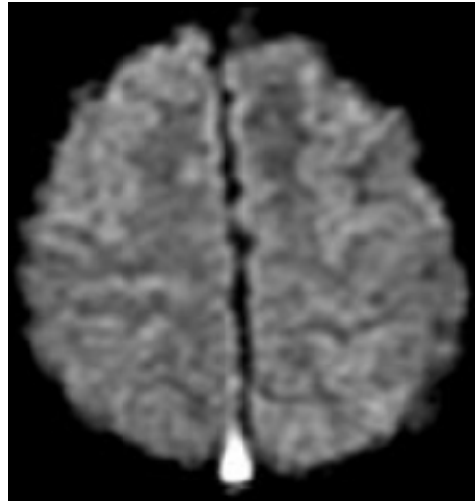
IRM cérébrale en séquence de diffusion montrant un aspect en hypersignal du thrombus du sinus sagittal supérieur en faveur de sa thrombose.
